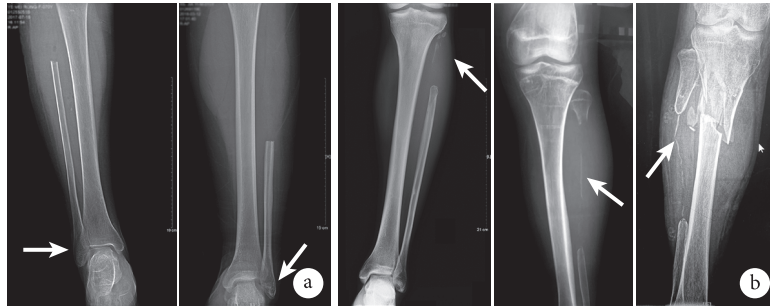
腓骨切除术后X线片检查 a. 腓骨远端残余骨骨质疏松(箭头); b. 切除部位出现新生骨(箭头)
